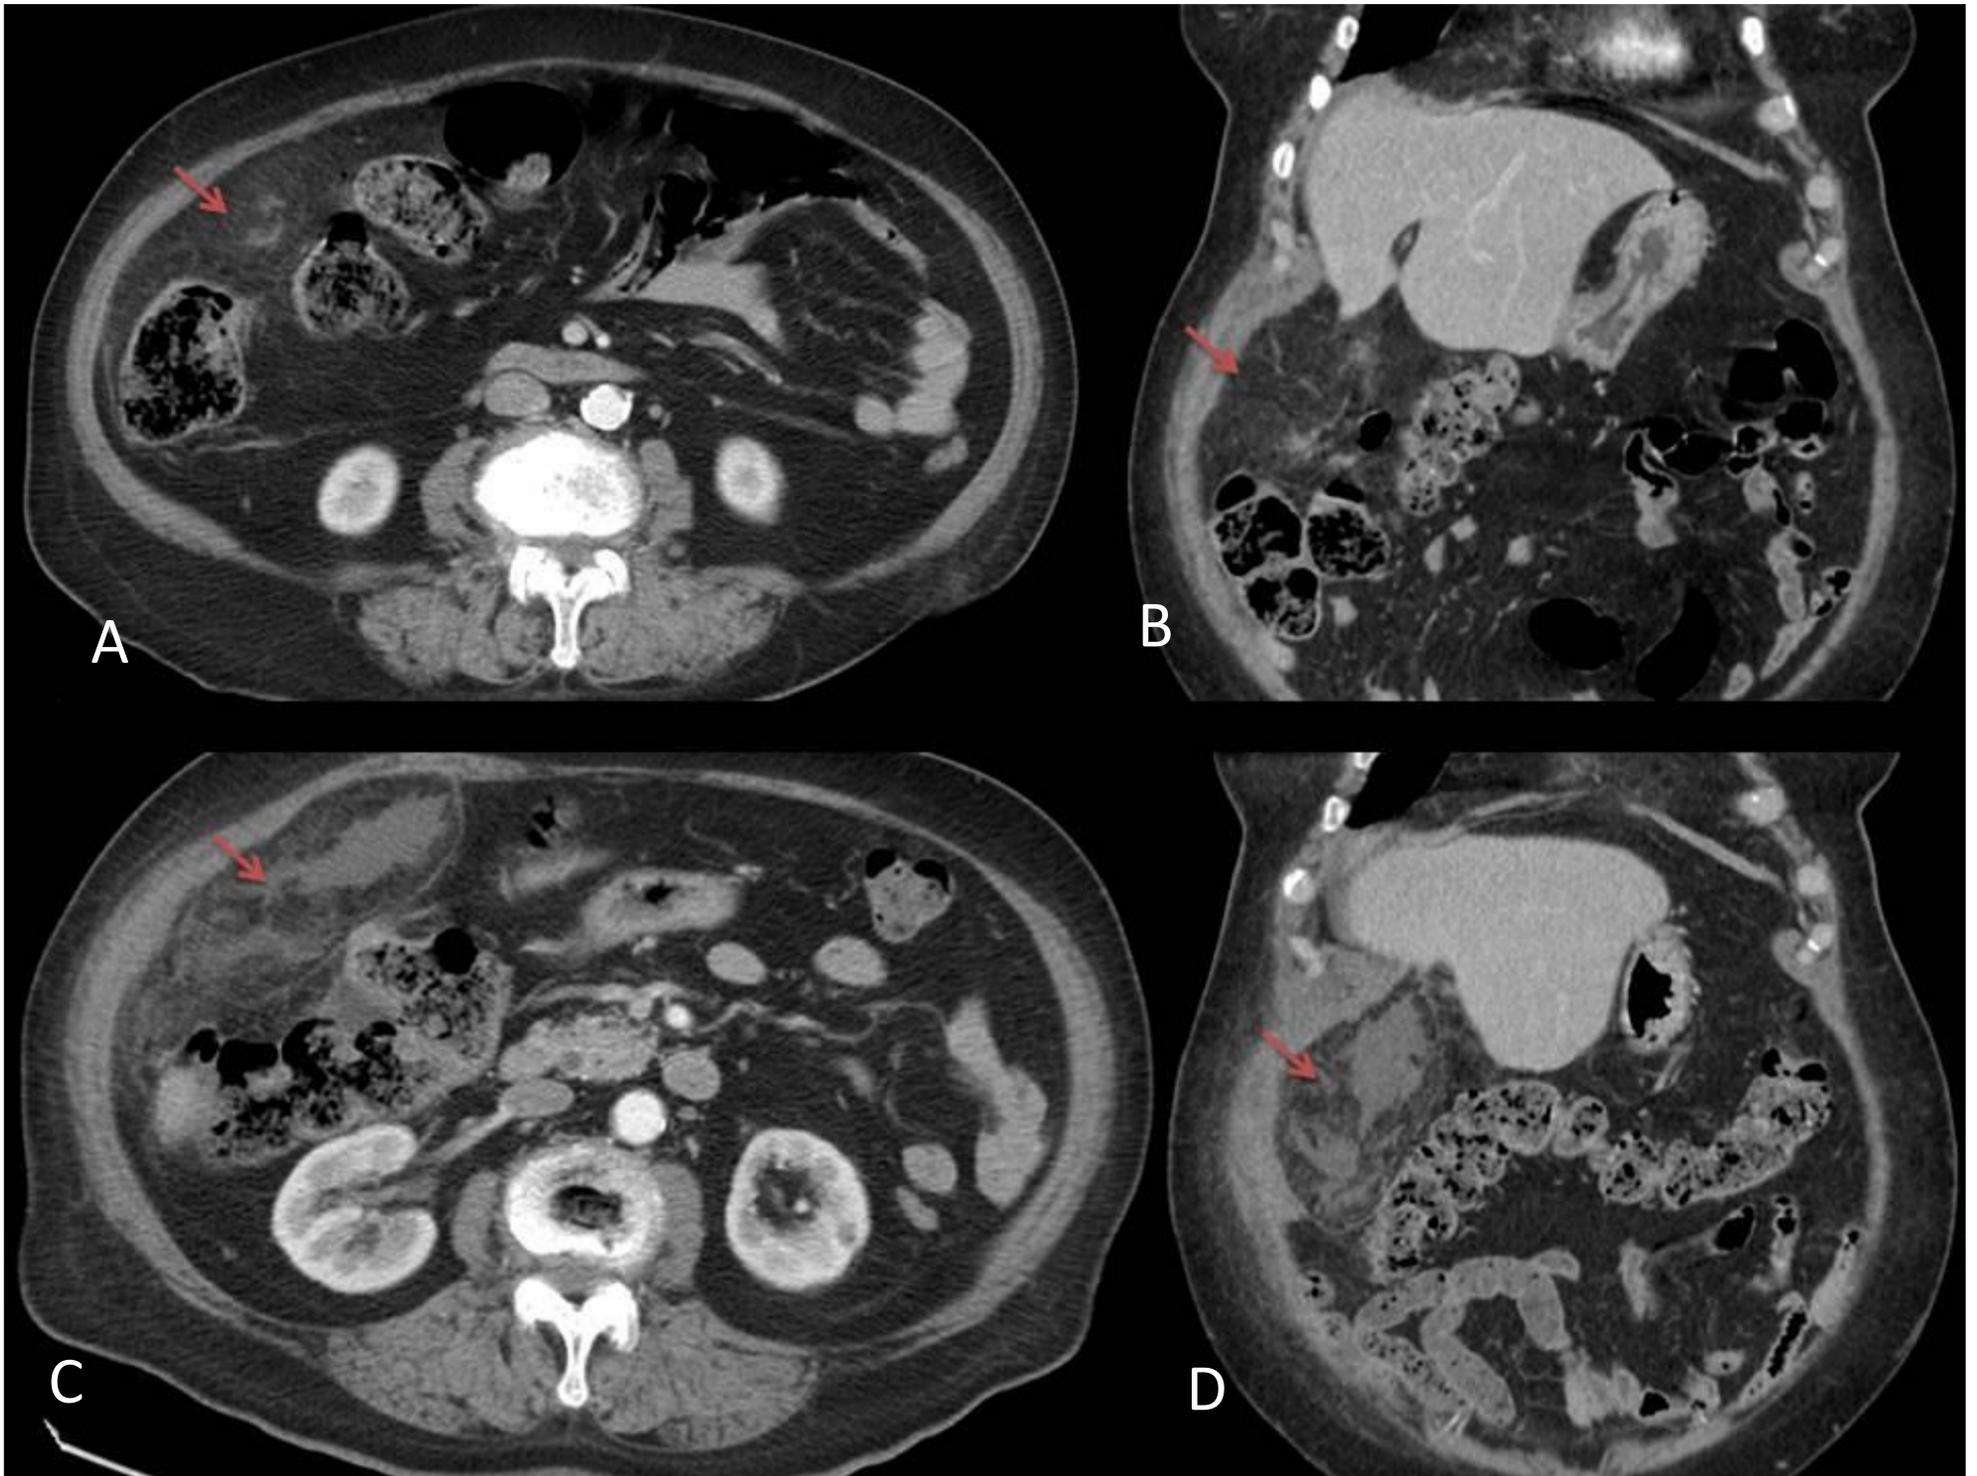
TC con contraste, corte axial (A) y coronal (B), se ve un aumento de la densidad de la grasa y de partes blandas, comprendida entre la pared abdominal anterior y el colon, que sugiere el diagnóstico de infarto omental (flecha roja). Imágenes C y D es la evolución al mes, en el que visualizamos efecto de masa en flanco derecho que desplaza medialmente al colon, con aumento de densidad de la grasa y líquido en su interior, rodeada de una cápsula delgada hiperdensa, compatible con infarto omental en evolución. Discreto engrosamiento de la musculatura y tejido celular subcutáneo de la pared abdominal adyacente a la lesión.
